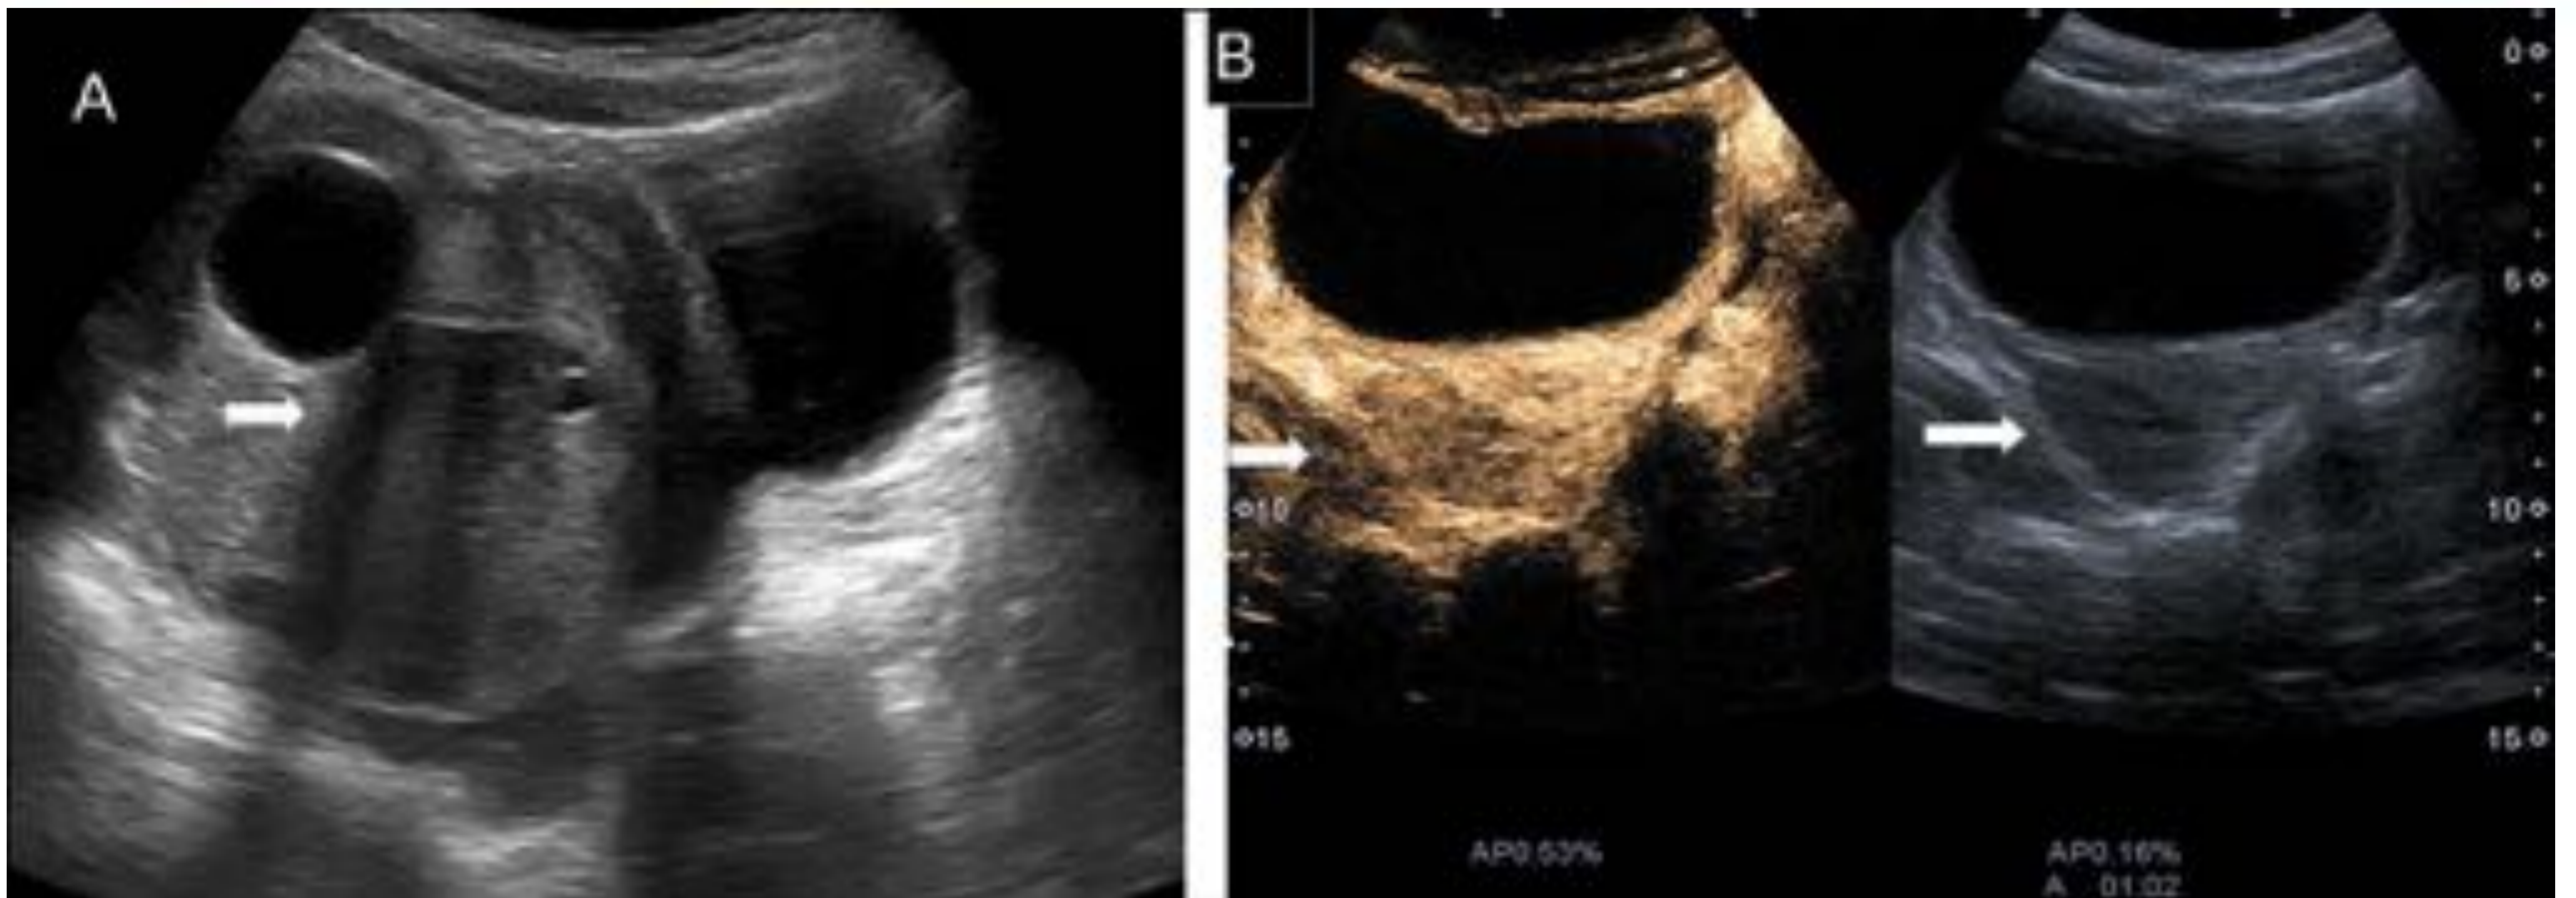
Adolescente de 14 años con antecedentes de anexectomía derecha laparoscópica a los 10 años por torsión de ovario, acude con dolor en hipogastrio de 1 mes de evolución. A) Ecografía en modo B: masa sólida en fondo de saco de Douglas de 65 mm de diámetro (flecha), con pequeños quistes periféricos. B) Ecografía con contraste: se observa realce homogéneo del parénquima (flechas). Se descarta torsión.
